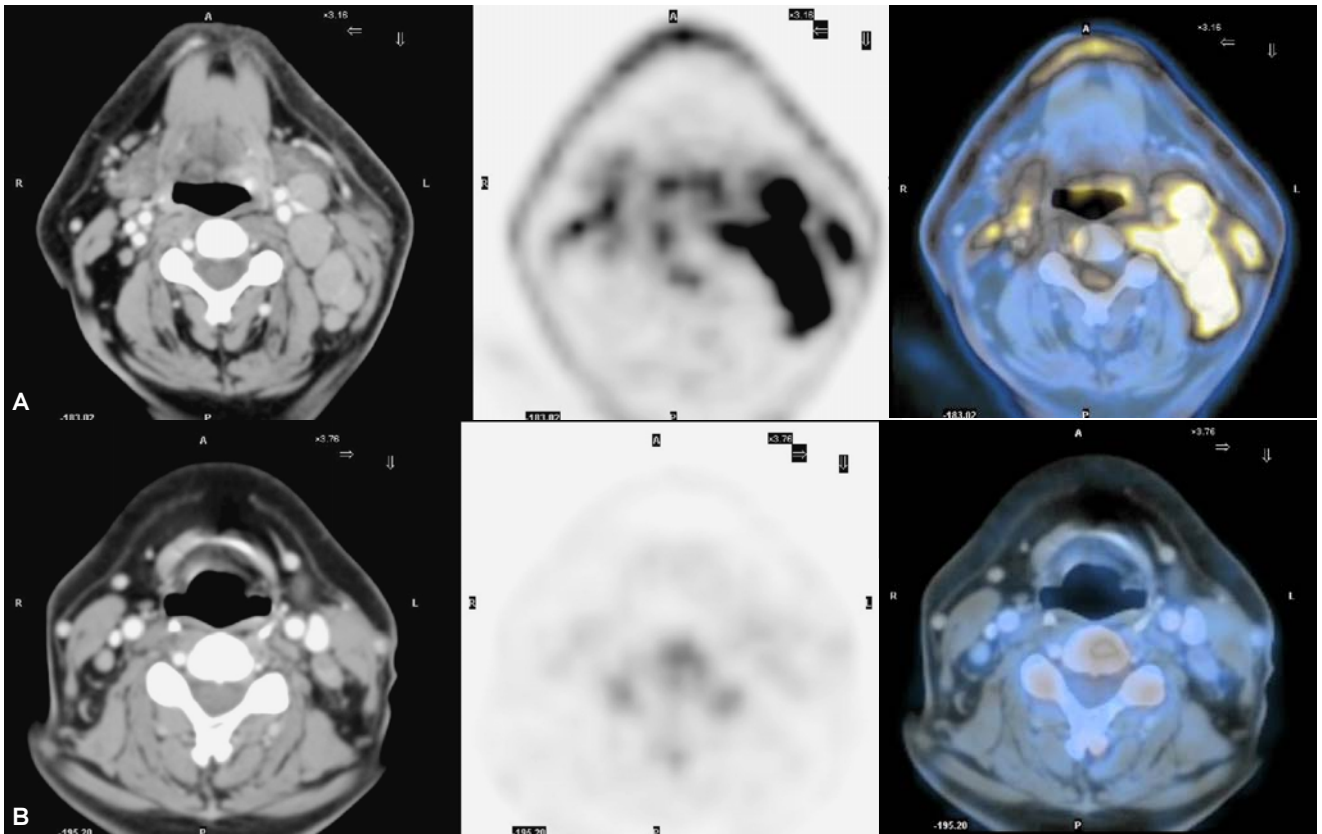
Estudios PET-CT en paciente con linfoma Hodgkin. A) Estudio previo a tratamiento con múltiples adenomegalias en el lado izquierdo del cuello que muestran intensa actividad metabólica. B) Estudio obtenido al finalizar el tratamiento, identificándose tejido residual (flecha) sin mostrar incremento de actividad metabólica, correspondiendo a tejido fibroso residual.
